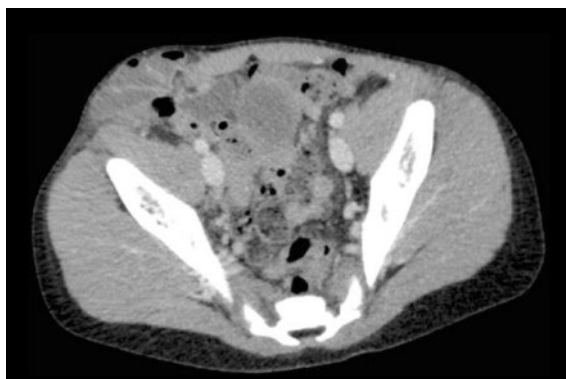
Axialer CT-Befund.
